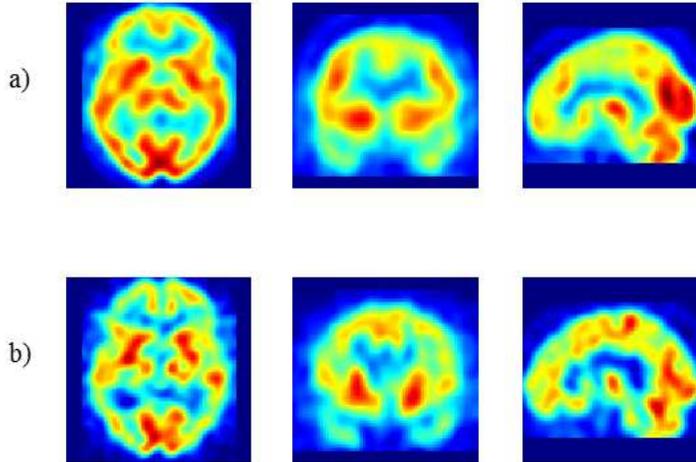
Diferentes cortes de dos imágenes SPECT. La fila superior muestra tres cortes de una imagen SPECT cerebral correspondiente a una persona sana. Los tres cortes de la fila inferior corresponden a la imagen SPECT de una persona que sufre Alzheimer en un estado avanzado de la enfermedad
